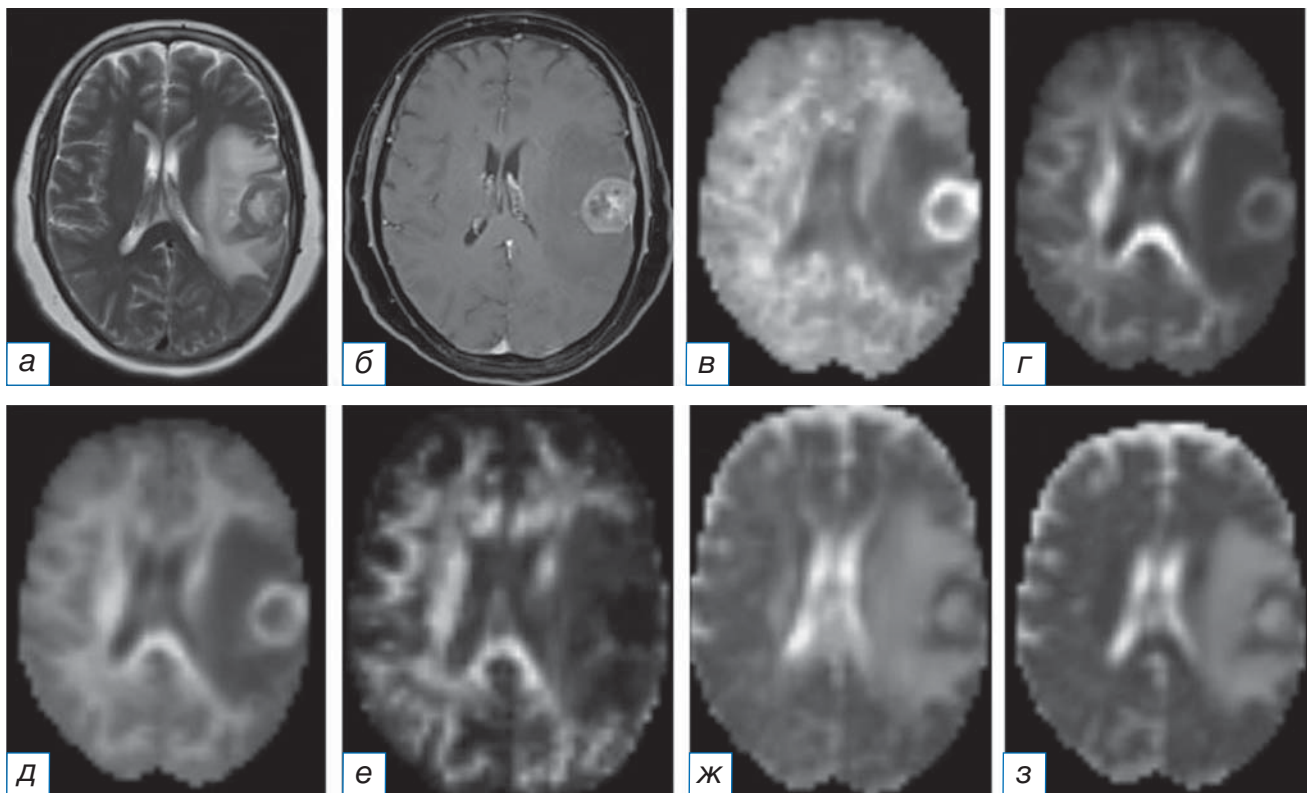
Магнитно-резонансная томограмма головного мозга: метастаз рака молочной железы в левой лобной доле: а (T2-WI) — в левой лобной доле определяется образование с центральной полостью некроза, окружённое выраженной зоной перифокального отёка; б (T1-WI после внутривенного введения контрастного вещества) — визуализируется интенсивное неравномерное накопление контрастного препарата, преимущественно по контуру образования; в (аксиальный куртозис) — в левой лобной доле образование определяется в виде участка гетерогенного МР-сигнала, гипоинтенсивного в центральных отделах; г (радиальный куртозис) — в левой лобной доле образование определяется в виде участка гетерогенного МР-сигнала, гипоинтенсивного в центральных отделах, слабого гиперинтенсивного по периферии; д (средний куртозис) — в левой лобной доле образование определяется в виде участка гетерогенного МР-сигнала, гипоинтенсивного в центральных отделах; е (куртозисная анизотропия) — в левой лобной доле образование определяется в виде участка преимущественно пониженного МР-сигнала; ж (аксиальная диффузия экстрааксональной жидкости) — в левой лобной доле образование определяется в виде участка гетерогенного МР-сигнала, гиперинтенсивного в центральных отделах и слабого гипоинтенсивного по периферии; з (радиальная диффузия экстрааксональной жидкости) — в левой лобной доле образование определяется в виде участка гетерогенного МР-сигнала, гиперинтенсивного в центральных отделах и гипоинтенсивного по периферии.
